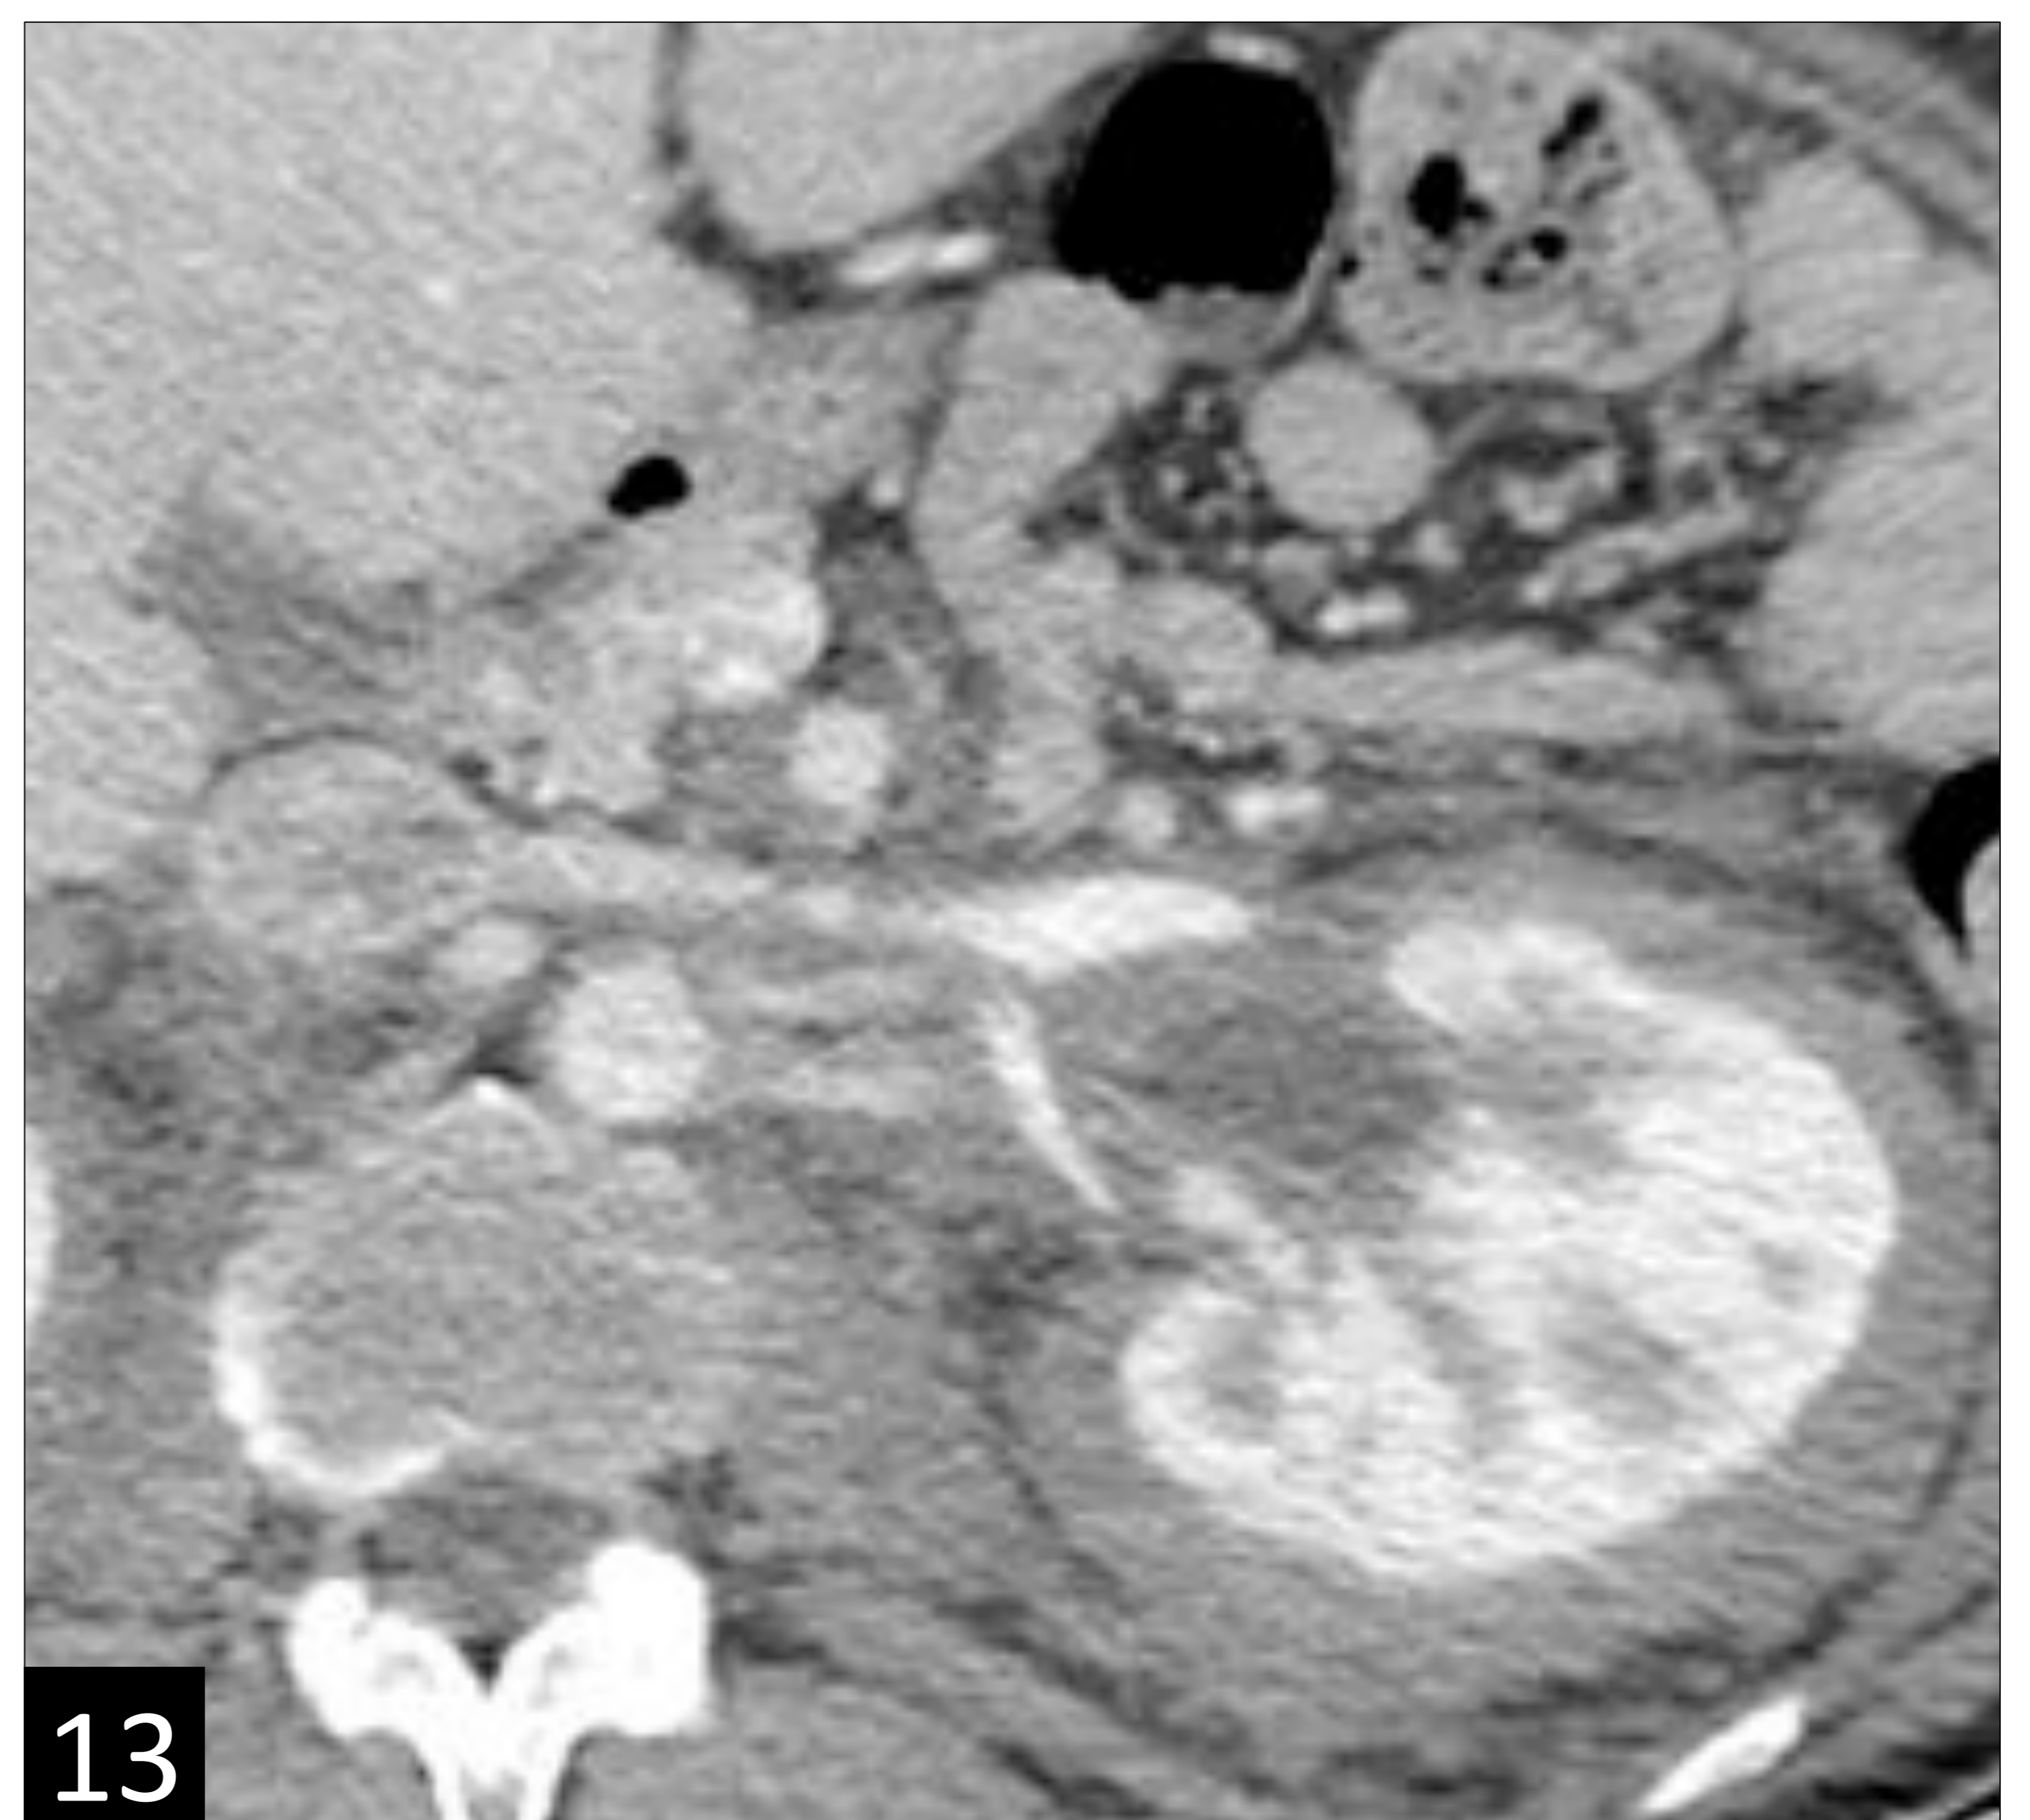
TC con contraste i.v. en fase portal. Se evidencia el característico manguito de tejido blando que circunda la aorta, en nuestro caso, de forma asimétrica, así como a los vasos renales predominantemente en su región hiliar.
